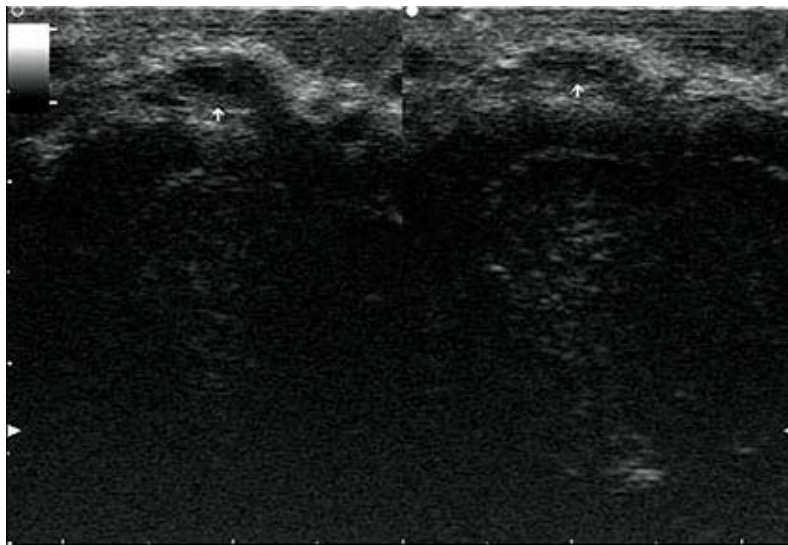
Vista frontal del ultrasonido peniano. Vena dorsal superficial con signos de flebitis y trombosada (señalado con flechas); debajo los cuerpos cavernosos normales.
